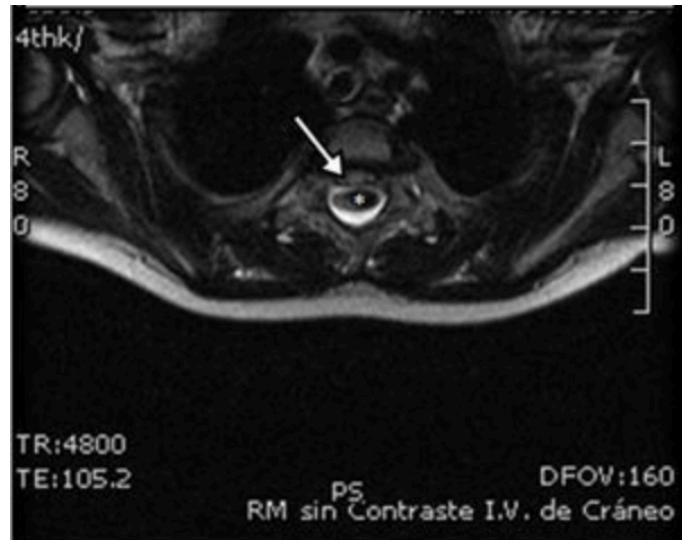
RM axial que muestra compresión del canal medular a nivel torácico (flecha).
